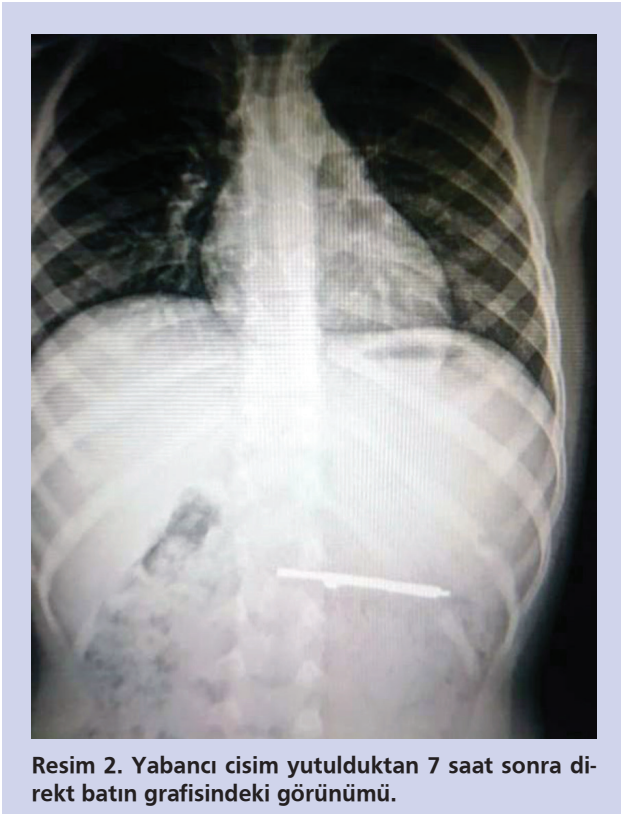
Yabancı cisim yutulduktan 5 saat sonra direkt batın grafisindeki görünümü.
